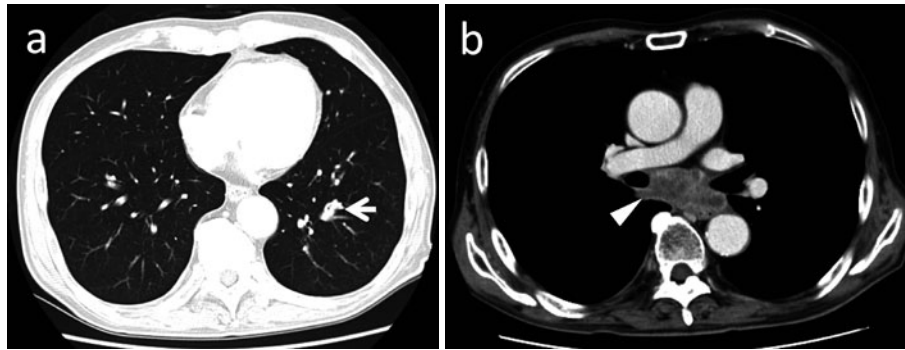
Chest CT scans about one year after he was diagnosed sensory neuropathy and membranous nephropathy. (a) A small nodule in the left lower lobe is shown (arrow). (b) Mediastinal lymph nodes are shown (arrowhead).
